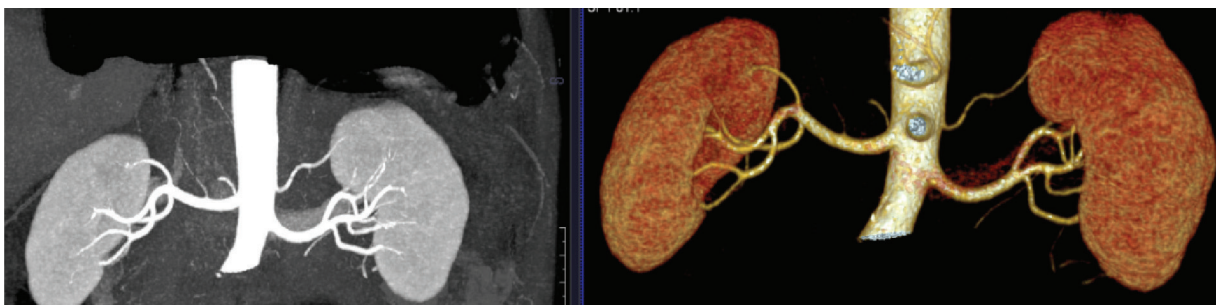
Thận trái có 2 động mạch thận, kết quả CT trước phẫu thuật ghi nhận 1 động mạch.
